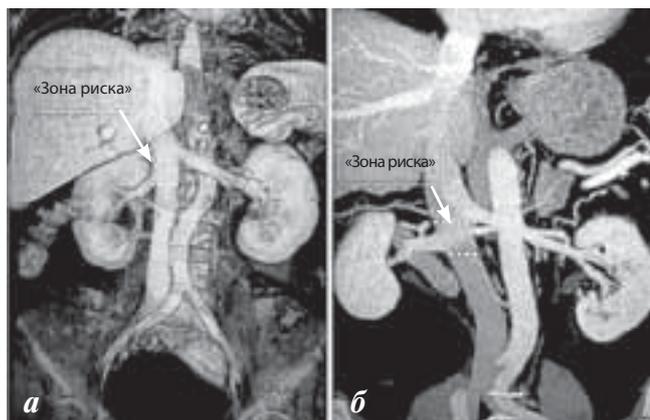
Мультиспиральная КТ НПВ разных пациентов. Фронтальная реконструкция. Правая и левая почечные вены впадают в НПВ на различных уровнях. При наложении зажима под устьем правой почечной вены возникает «зона риска» попадания первой поясничной вены в область васкулярной изоляции тромба
